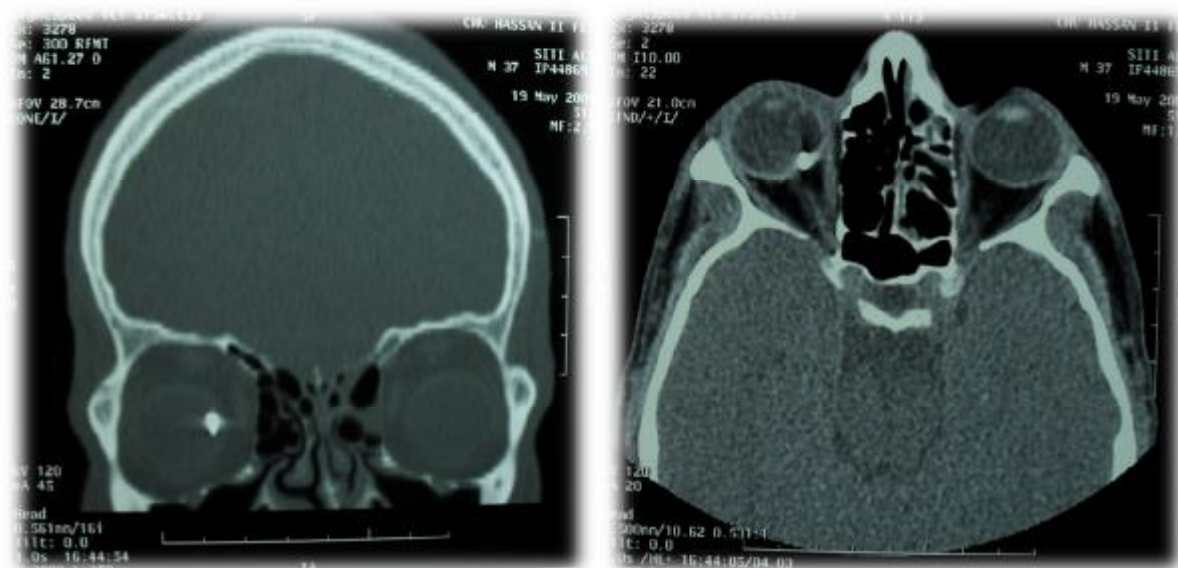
TDM de même patient (Cas N°1) : HIV hétérodense avec CEIO hyperdensetrès bien Localisé avec plus de précision pour le chirurgien [service de radiologie hôpital 20Aout]
